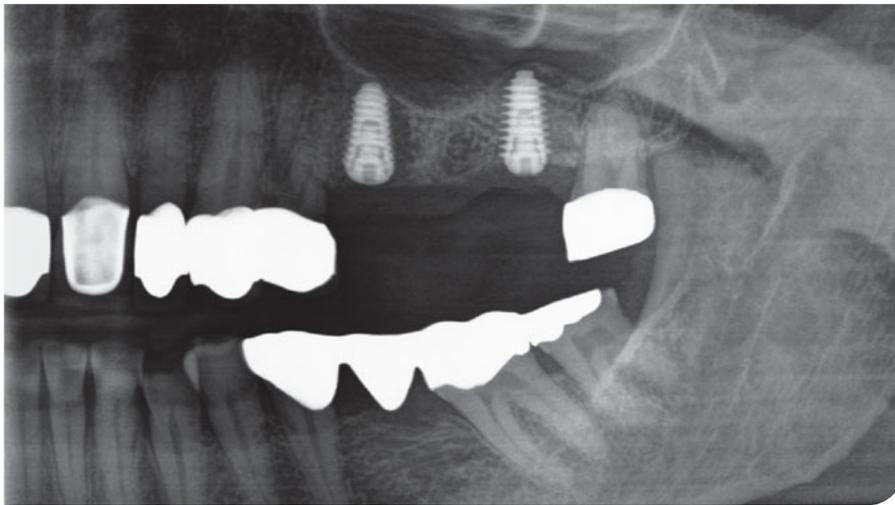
Postoperative Röntgenaufnahme.
